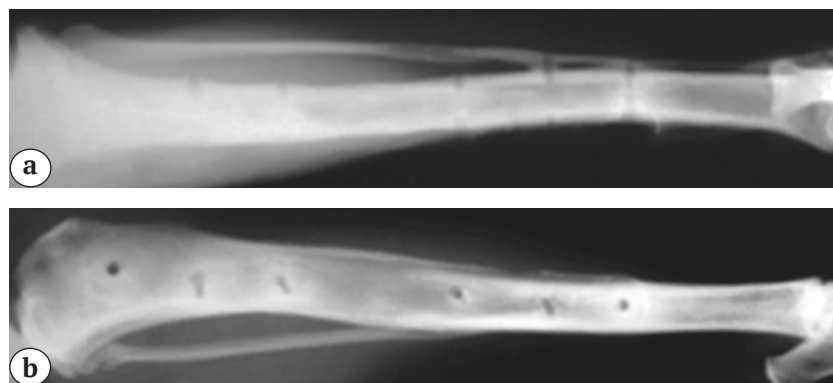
Рентгенограммы костей голени на 90-е сутки фиксации, в местах введения шурупов в кости наблюдаются участки повышенной рентгенологической плотности: a — прямая проекция; b — боковая проекция
